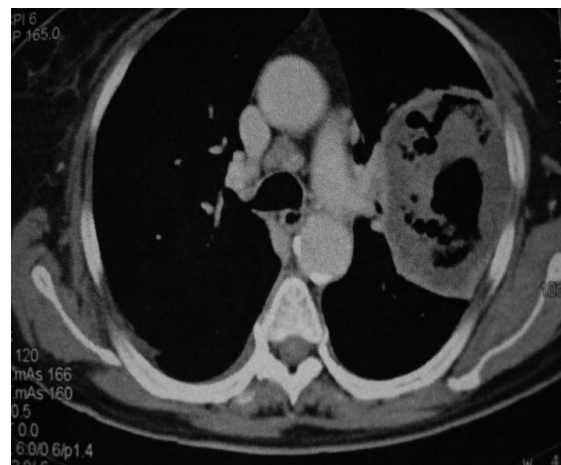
Angio TAC de tórax: lesión cavitada de lóbulo superior izquierdo.
